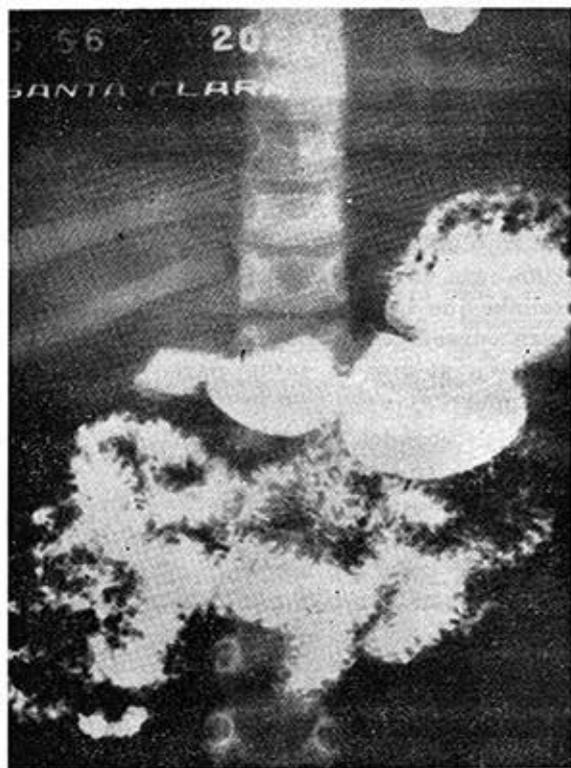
Radiografía tomada tres meses y medio más tarde. La imagen de nicho ha desaparecido, persistiendo solamente una ligera irregularidad del bulbo duodenal.
